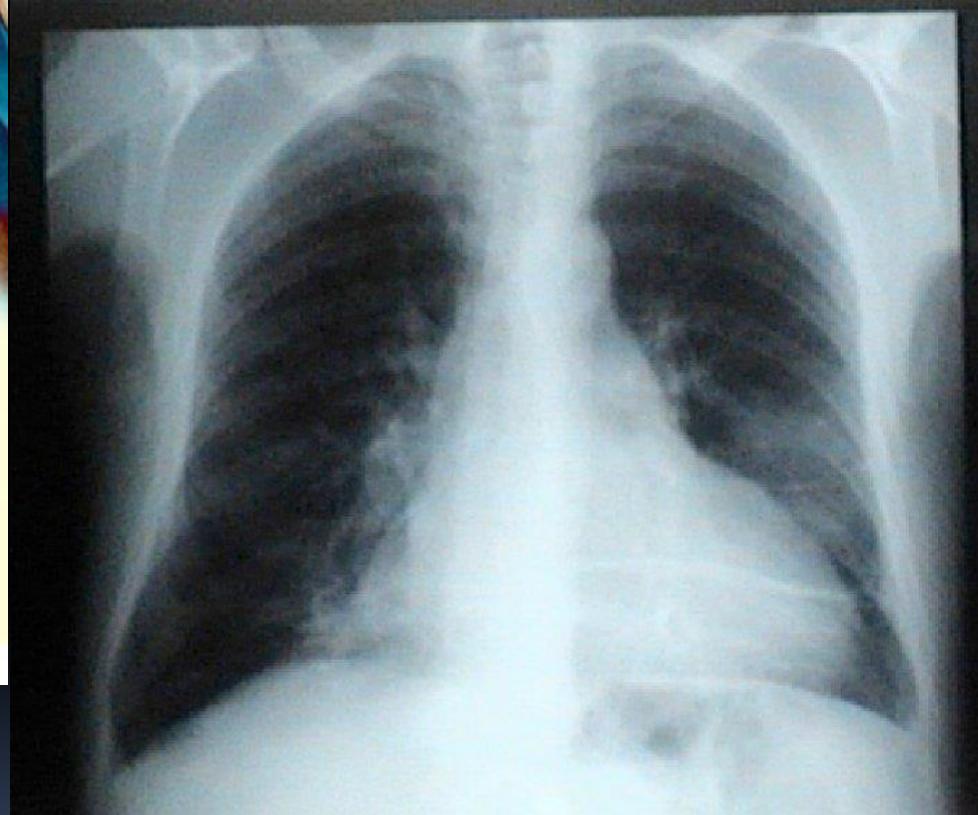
Chest X-ray in PA and profile showing a large increase in the cardiac area.
